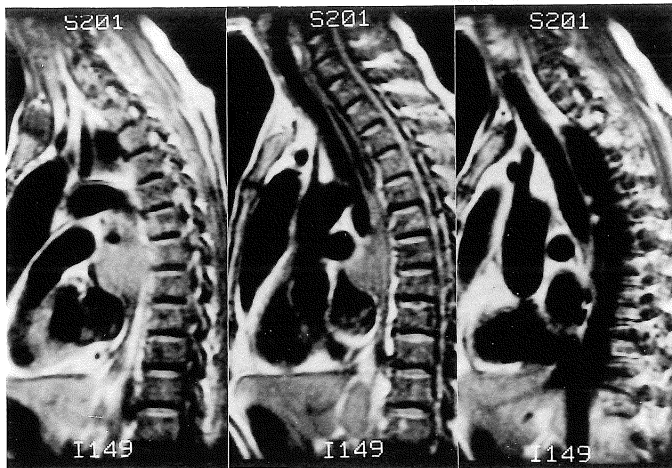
Sagittal MR images without the oral contrast agent of a patient (61 years old, male) with recurrent lung cancer. Esophageal lumen at the level of the lesion is not seen.
